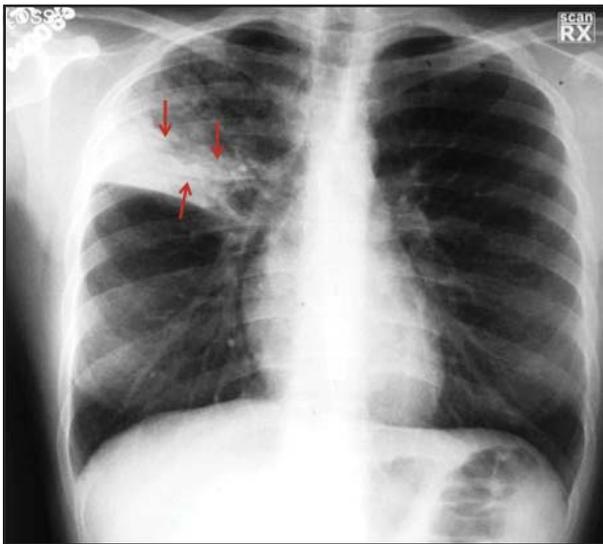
Tuberculose pós-primária. Radiografia em PA demonstrando opacidade de limites imprecisos associada à cavidade de paredes espessas no lobo superior direito. Notar opacidades lineares em direção ao hilo, de permeio à opacidade descrita, configurando o “sinal da convergência hilar” (setas).
